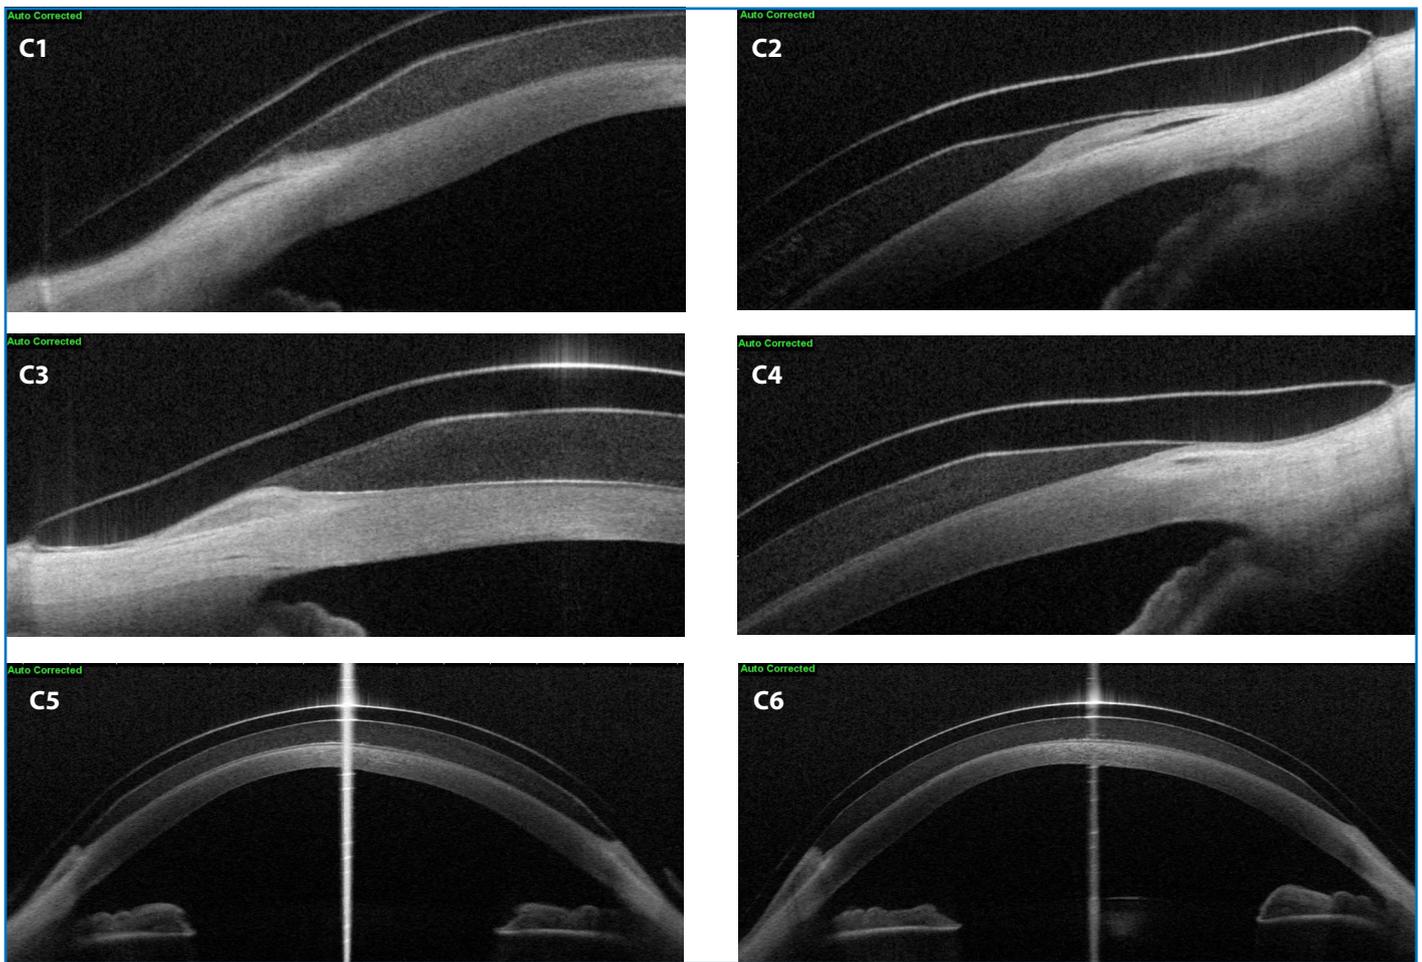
(C) Apoyo de la lente en esclera. Se puede observar que el tramo de lente de contacto (LC) que apoya, intenta buscar el contacto sobre la superficie de un modo lo más paralelo posible, repartiendo esa presión sobre la máxima superficie de la lente; reduciendo de este modo la indentación y el efecto de succión. Se encuentran diferencias en cada uno de los meridianos, y eso es debido a que la esclera no es idéntica en todos los puntos y suele ser más plana en el eje horizontal. Eje horizontal de tomografía de coherencia óptica (OCT) de polo anterior, en la que se observa el perfil corneal, el espacio existente entre la superficie ocular (totalmente repleto de suero fisiológico y/o, en ocasiones, lágrima artificial) y la LC. Eje vertical de OCT de polo anterior, en la que se observa el perfil corneal, el espacio existente entre la superficie ocular (totalmente repleto de suero fisiológico y/o, en ocasiones, lágrima artificial) y la LC.
